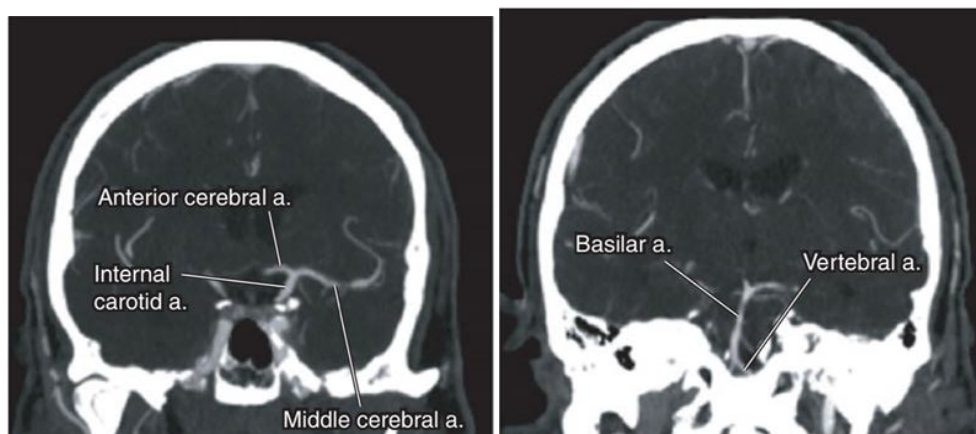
Angiotomografía. Adaptada de referencia 6
